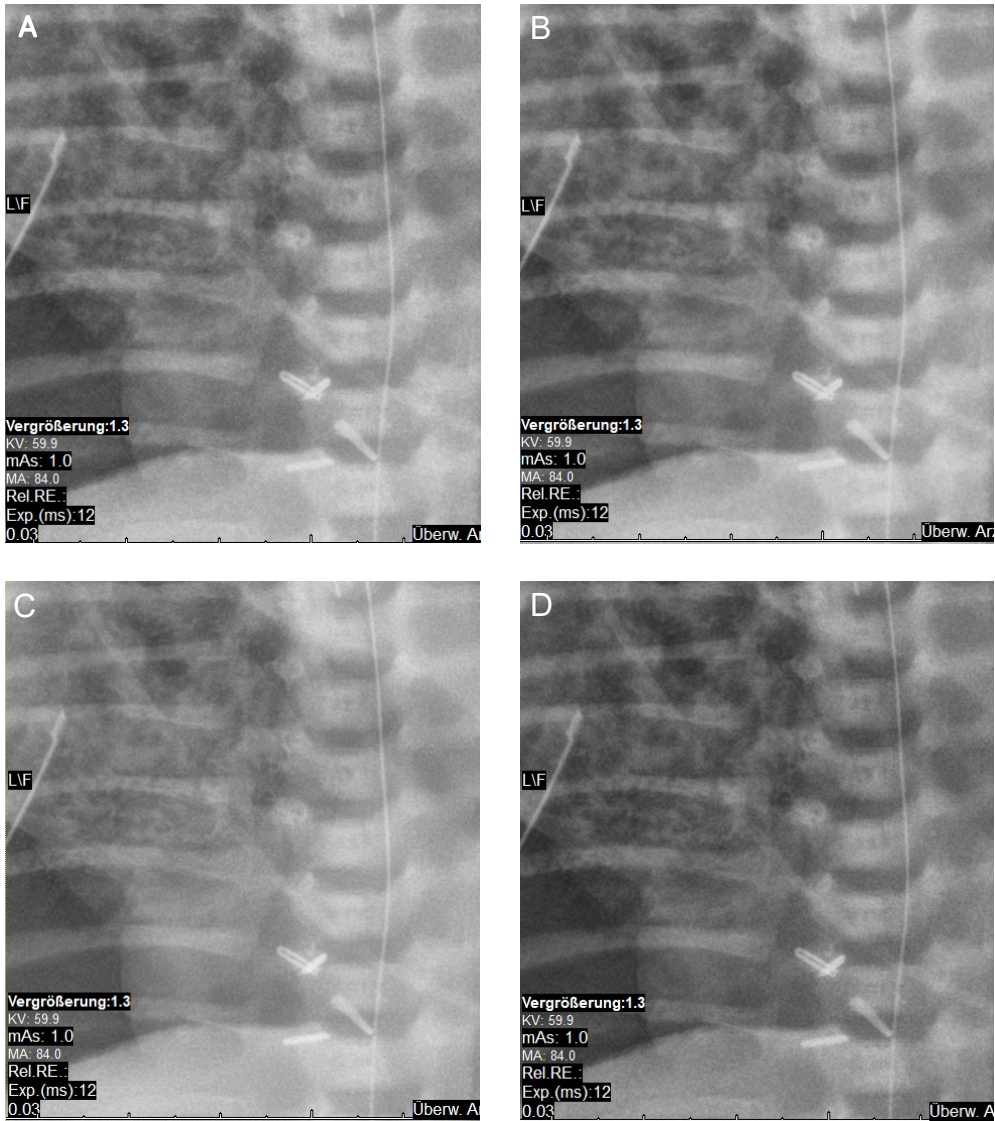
Vergrößerte Darstellung der prozessierten Röntgen-Thorax-Aufnahmen
